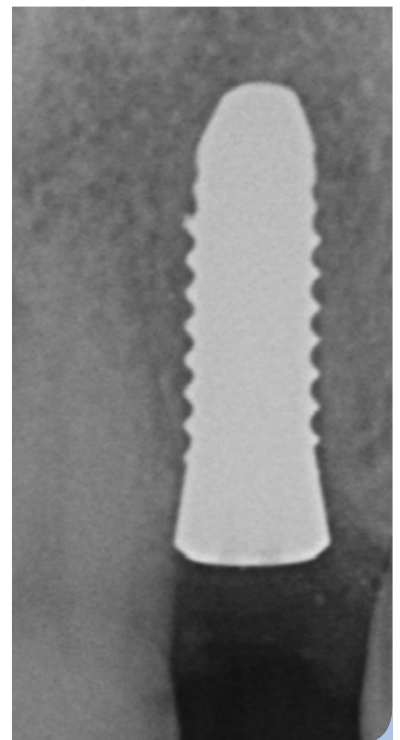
Postoperativ wurde ein Röntgenkontrollbild angefertigt.
